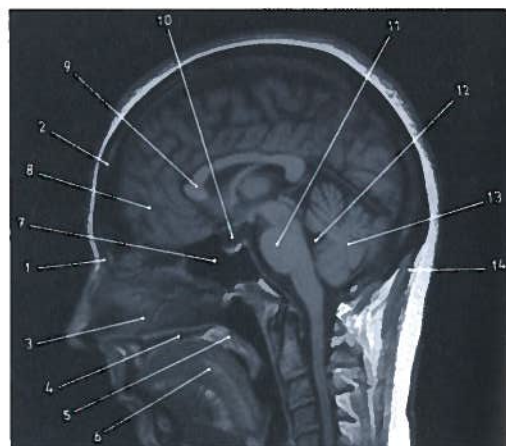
Corte sagital do crânio em RM
